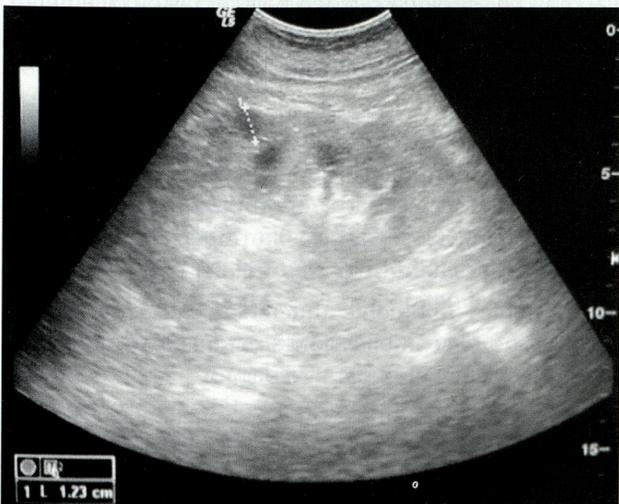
Ecografía abdominal: Quistes renales bilaterales. Enfermedad renal médica
